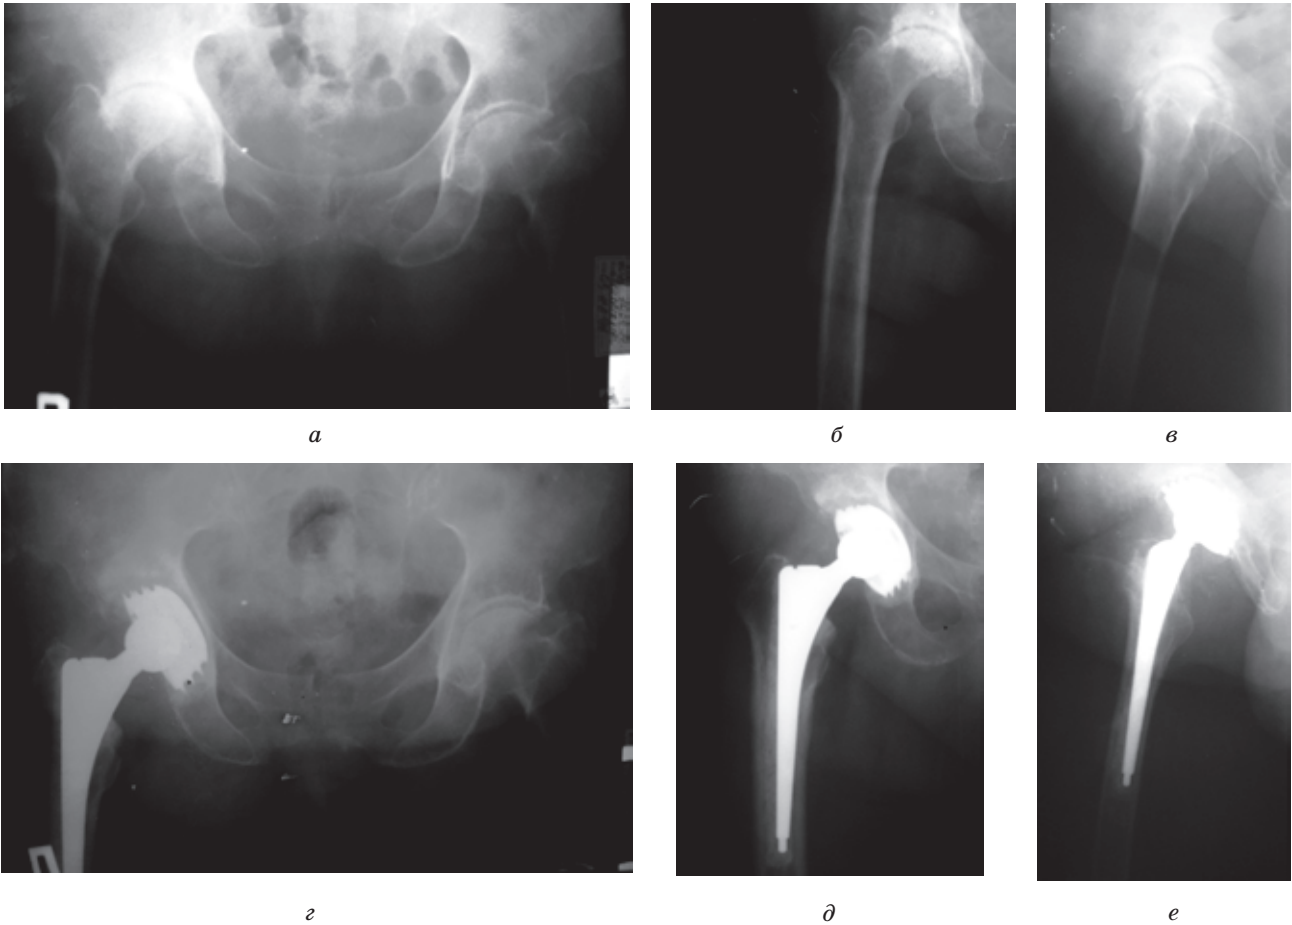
Рентгенограммы больной П., 69 лет, с правосторонним идиопатическим коксартрозом III ст., до (а-в) и после (г-е) гибридного эндопротезирования правого тазобедренного сустава системой ОРТЭН
